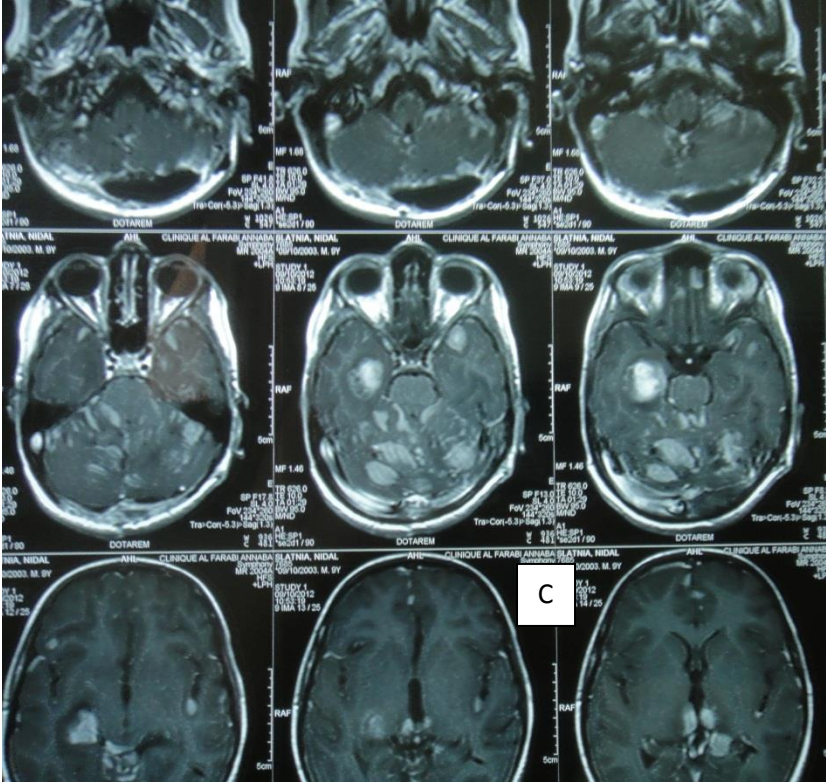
C) et D): IRM coupe axiale et sagittale post opératoire avec résection partielle du médulloblastome, mise en évidence des lésions de disséminations sus et sous tentorielles.
